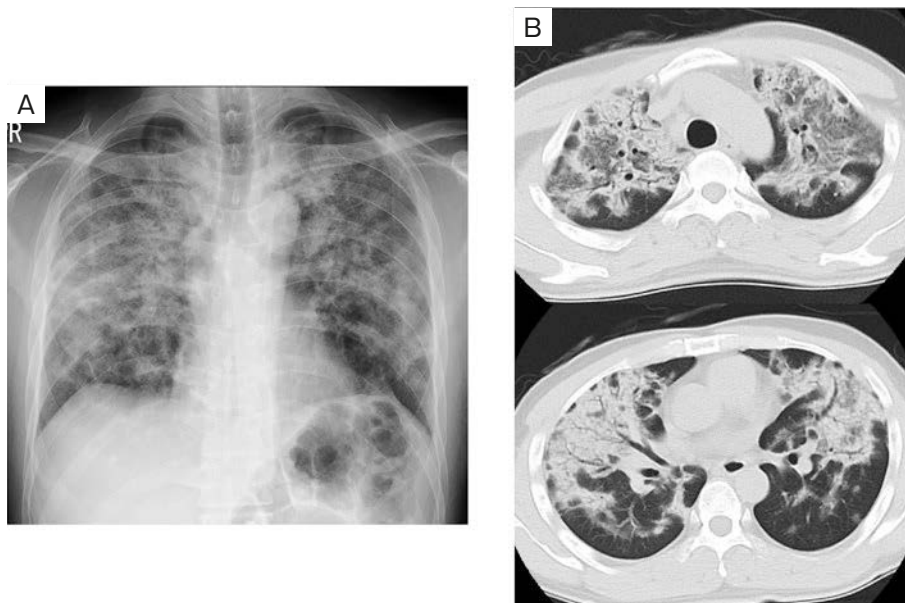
Imaging findings. (A) Chest X-ray. Consolidations were observed in bilateral lung fields. (B) CT image on admission. Diffuse nonsegmental consolidation was observed bilaterally.
